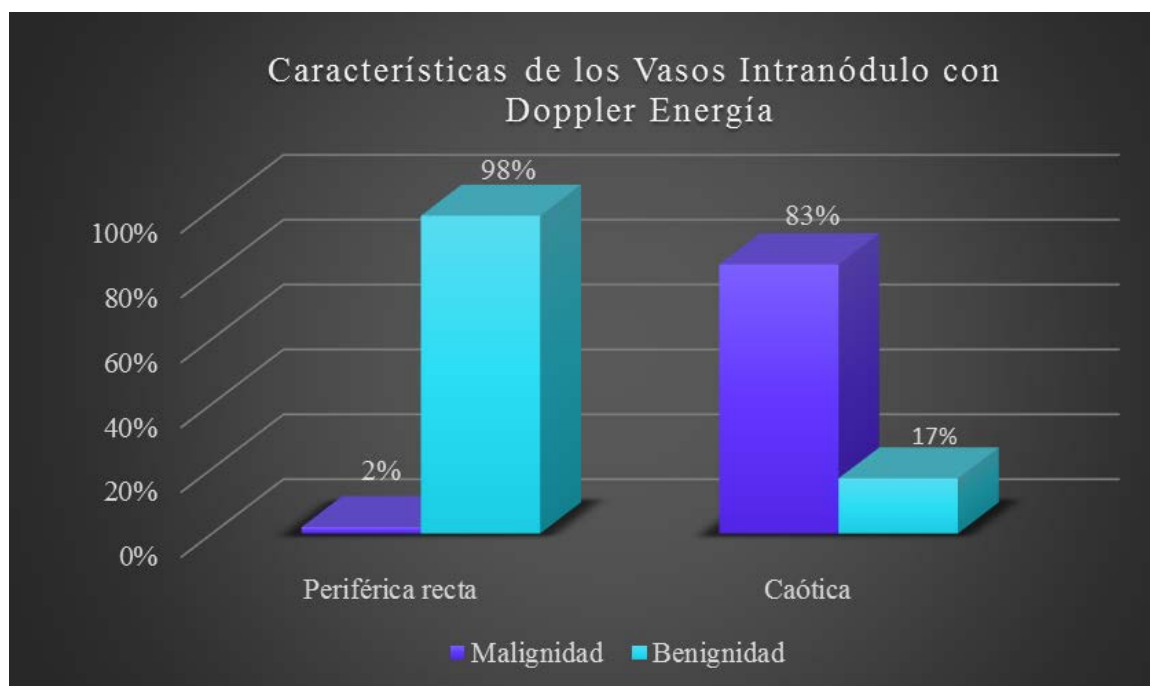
Distribución de benignidad y malignidad en función de las características de la vascularización intranódulo con Doppler energía.
